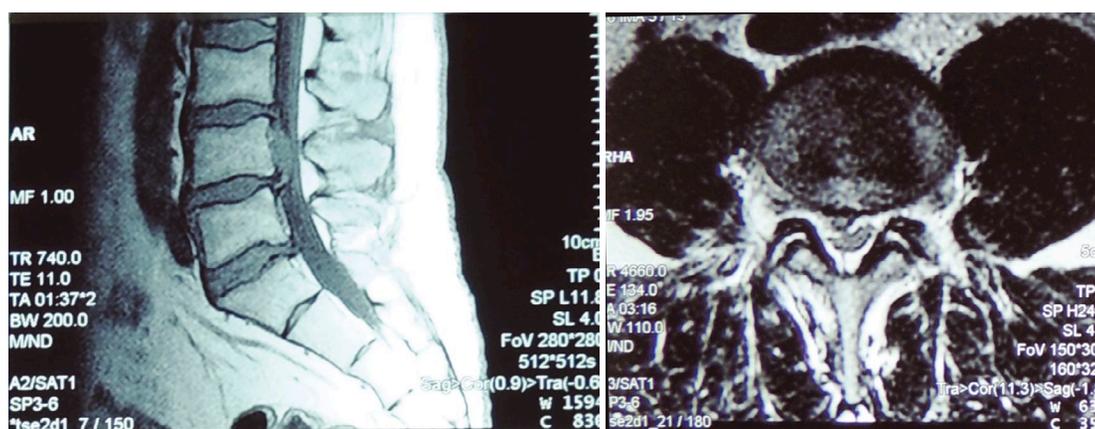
МРТ до пункционной нуклеопластики диска L4-L5.
